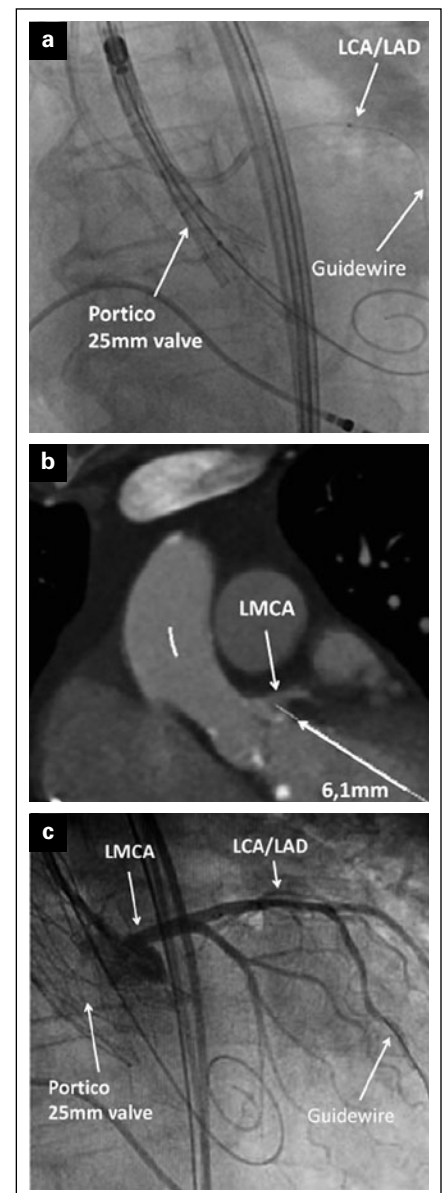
Tiefenthaller G, et al. (a): Guidewire protected LCA during valve implantation; (b): Planning CT-LMCA; (c): Post-valve implantation angiogram shows open LCA.
